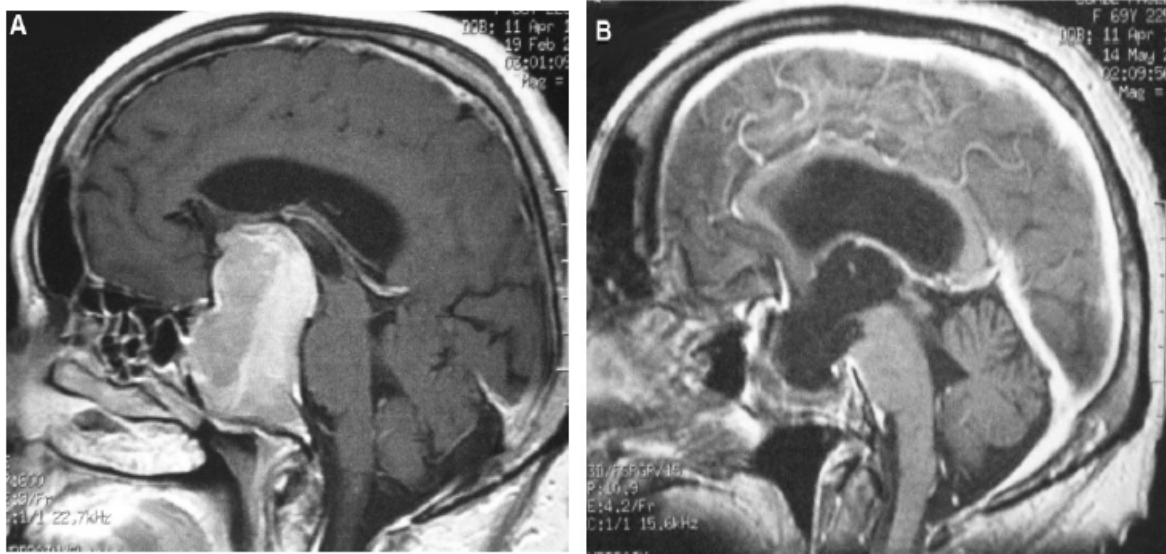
IRM cérébrale T1 avec gadolinium, coupe sagittale. (A) Macroadénome hypophysaire refoulant le troisième ventricule, (B) exérèse complète par voie endoscopique endonasale.
